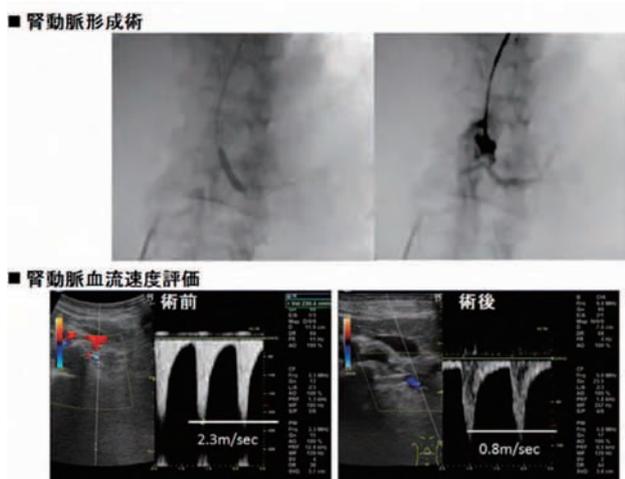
経皮的腎動脈形成術，および術後の腎動脈エコー所見
